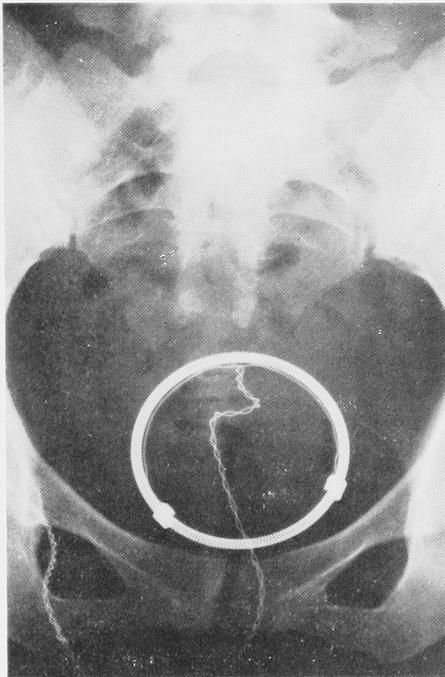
Plain film when pessary electrode was inserted.
